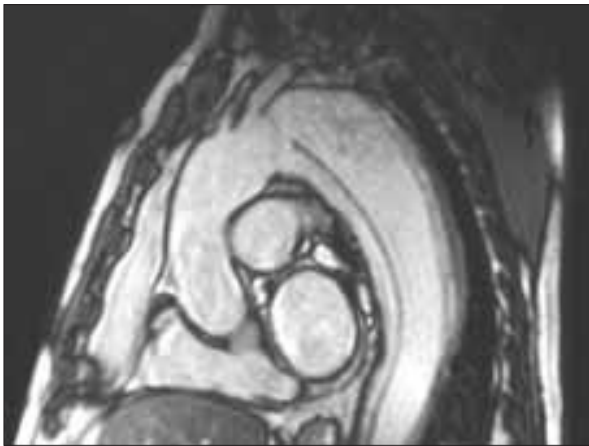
Resonancia magnética con secuencias de cineangiografía que evidencia la presencia de una disección en la aorta descendente con gran puerta de entrada.
